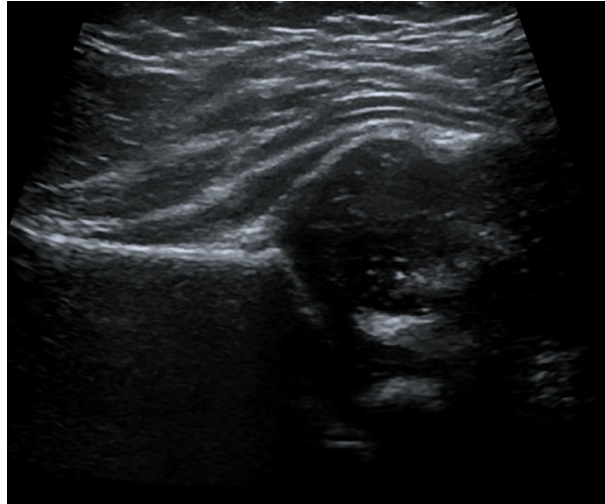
Imagem de ecografia de uma anca normal de um recém-nascido usada para os testes.
